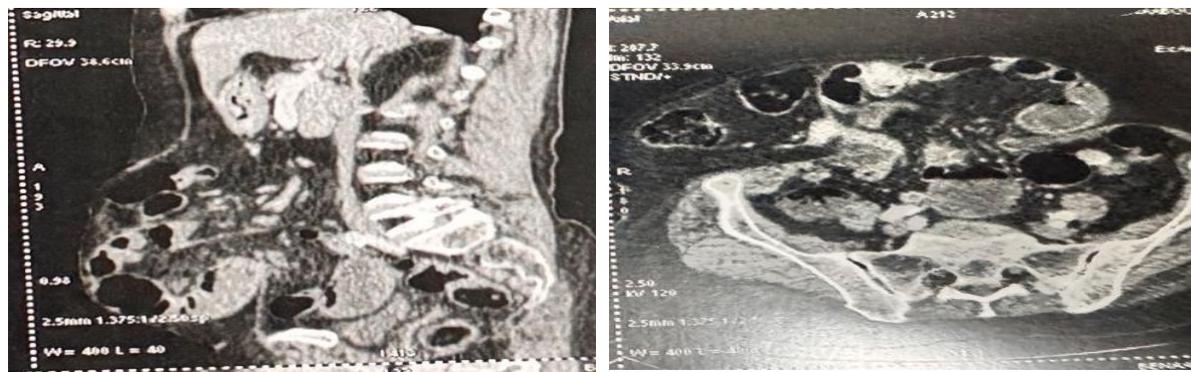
TDM abdominale montrant une eventration avec des anses grelique*
